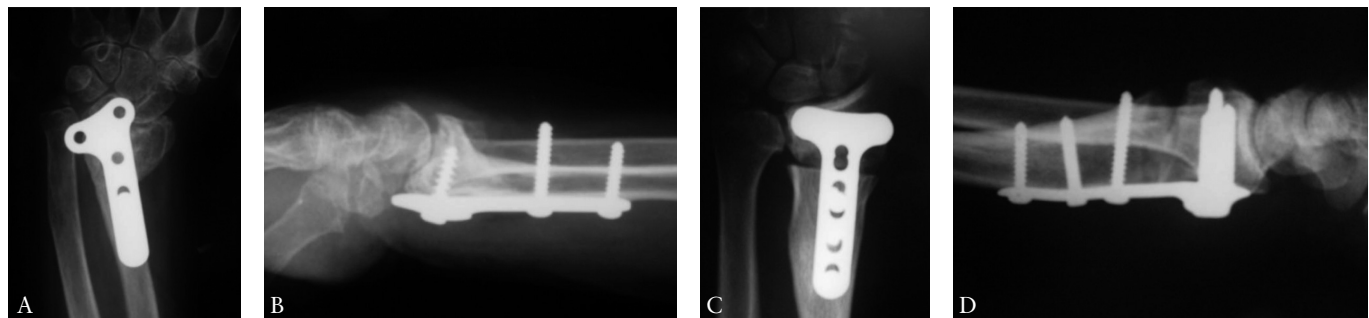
Paciente femenina de 21 años de edad. Secuelas de reducción abierta y fijación con placa. A y B: Radiografías preoperatorias- Se aprecia la marcada pérdida de la altura del radio y de la inclinación palmar. C y D: Radiografía posoperatoria con la corrección de la deformidad.
